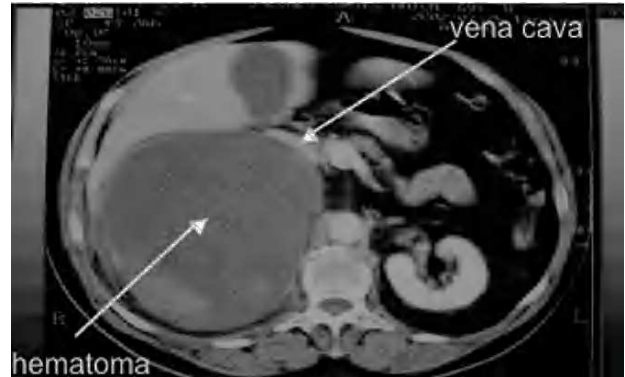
Tomografía abdominal: hematoma retroperitoneal derecho que rechaza anteriormente la vena cava infrahepática.
